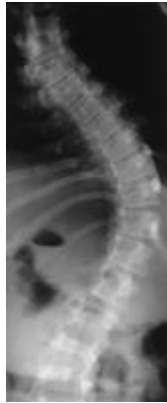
Radiografía antero-posterior de la columna en un niño de 14 años que muestra una escoliosis toracolumbar con una curva de 70°. La escoliosis severa va acompañada a la deformidad de Windswept
